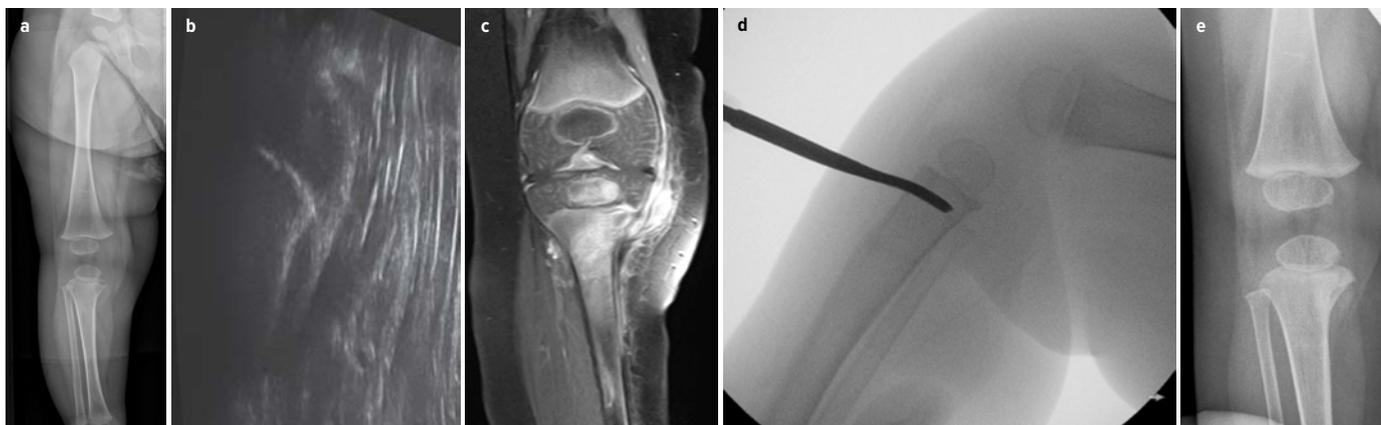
Ein 1-jähriger Patient wurde aufgrund einer Coxitis fugax antiphlogistisch anbehandelt. Nach 3 Wochen stellte sich der Patient mit einem Streckdefizit von 20° im Bereich des rechten Kniegelenks vor. Das Gelenk war reizlos, ohne Erguss oder Überwärmung. Der Patient war bei Aufnahme schmerzfrei. Die Entzündungsparameter waren im Normbereich. Radiologisch (a) und sonografisch (b) verhärtete sich der Verdacht auf eine Infektion am medialen Tibiaplateau, der sich im MRT (c) bestätigte. Es erfolgten eine Biopsie und Kürettage (d). Der bakteriologische Befund zeigte eine Infektion mit Salmonellen der Gruppe B. Nach der lokalen Herdausräumung konnte das Gelenk zunehmend frei bewegt werden. 3 Monate postoperativ zeigte sich auch der nativ-radiologische Befund deutlich regredient (e)
